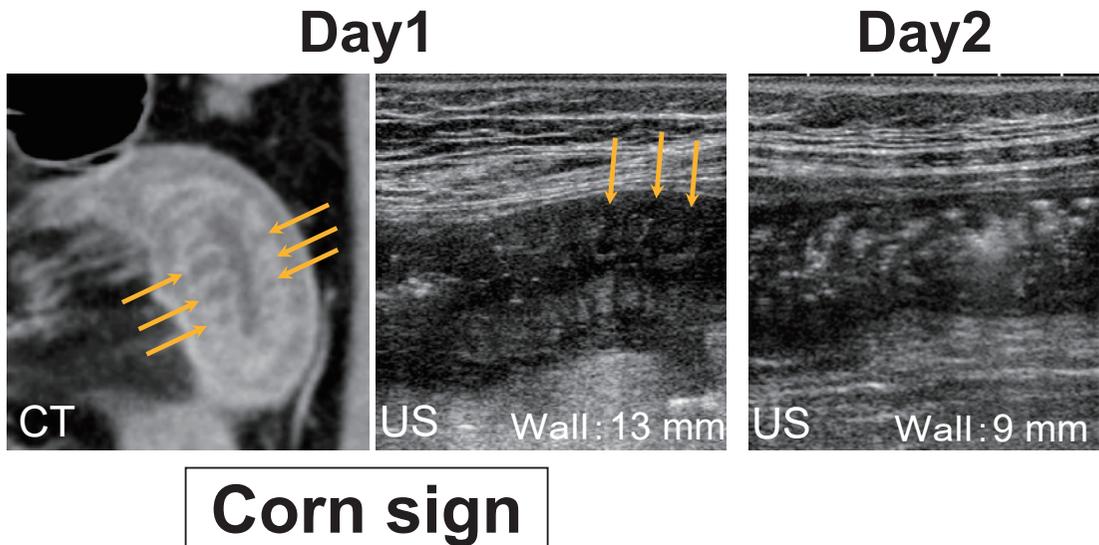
第1病日 (Day 1) のCTと超音波検査では、病変部の空腸に全層性の壁肥厚 (浮腫) を認め、特に肥厚した粘膜下層が規則正しく並んで配列する“Corn sign”と呼ばれる所見を認める (矢印)。第2病日 (Day 2: 来院10時間後) の超音波検査では空腸の壁肥厚は改善傾向にある (9mm)。CT: computed tomography, US: ultrasonography.
